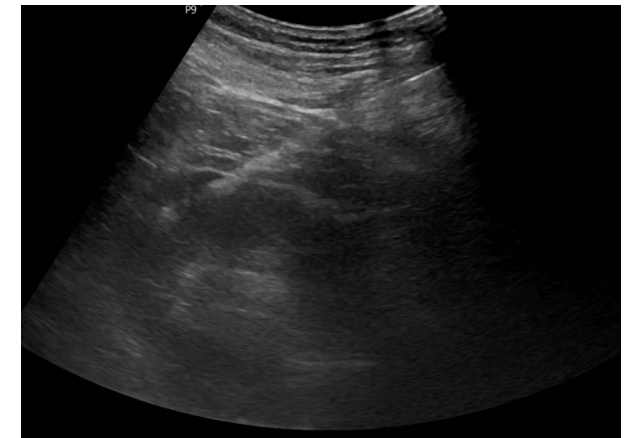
FAV a los 3 días postbiopsia. Se identifica el área nodular hiperecogénica (izquierda) y la presencia de la FAV con estudio Doppler (derecha)
